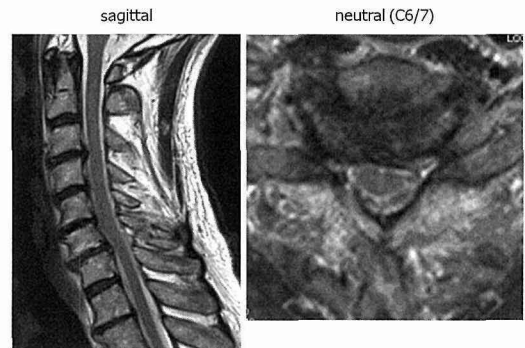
Cervical T2-weighted MRI (left: sagittal, right: axial) demonstrated malalignment and mild protrusion of disc in C6/7.
